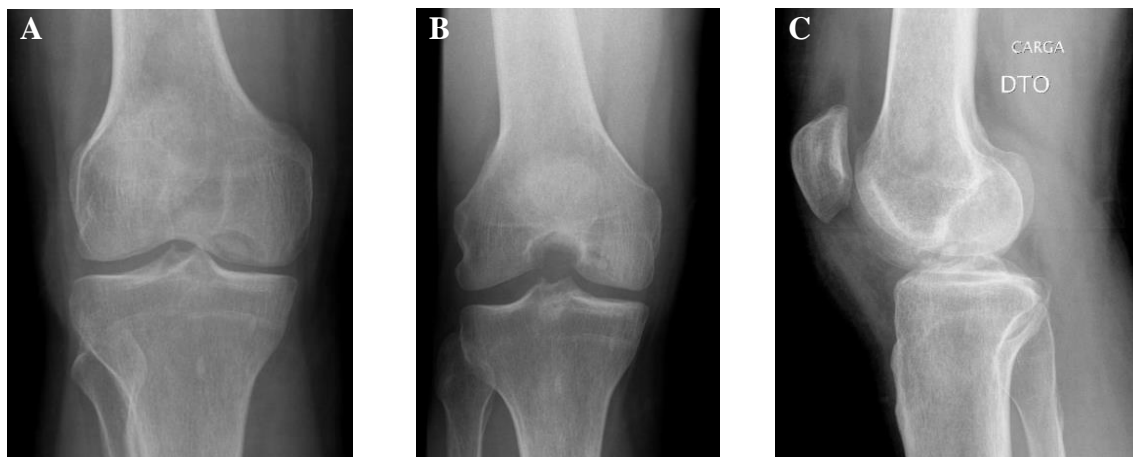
Radiografia do joelho direito (25/05/2010). A – incidência ântero-posterior. B – incidência notch. C – incidência lateral. (imagens provenientes do Serviço de Ortopedia do CHLN, NSC 496509)
